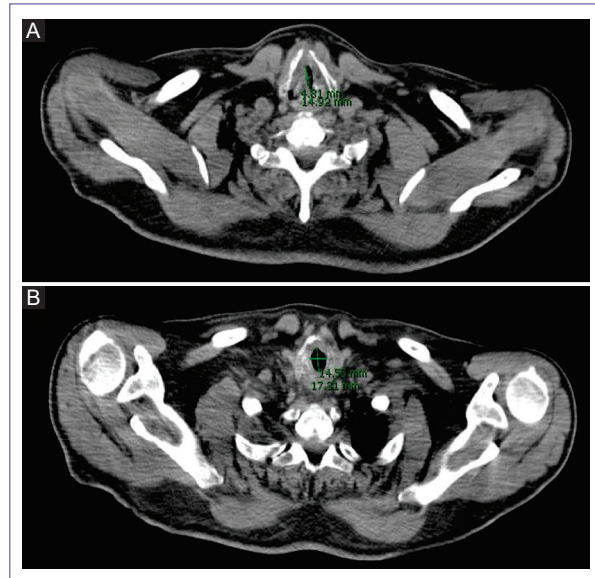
A: tomografía computarizada en corte axial donde se observa estrechamiento glótico máximo, causado por tumor. B: región subglótica, con menor compromiso en el diámetro traqueal (distancia entre cortes: 0.5 cm).
